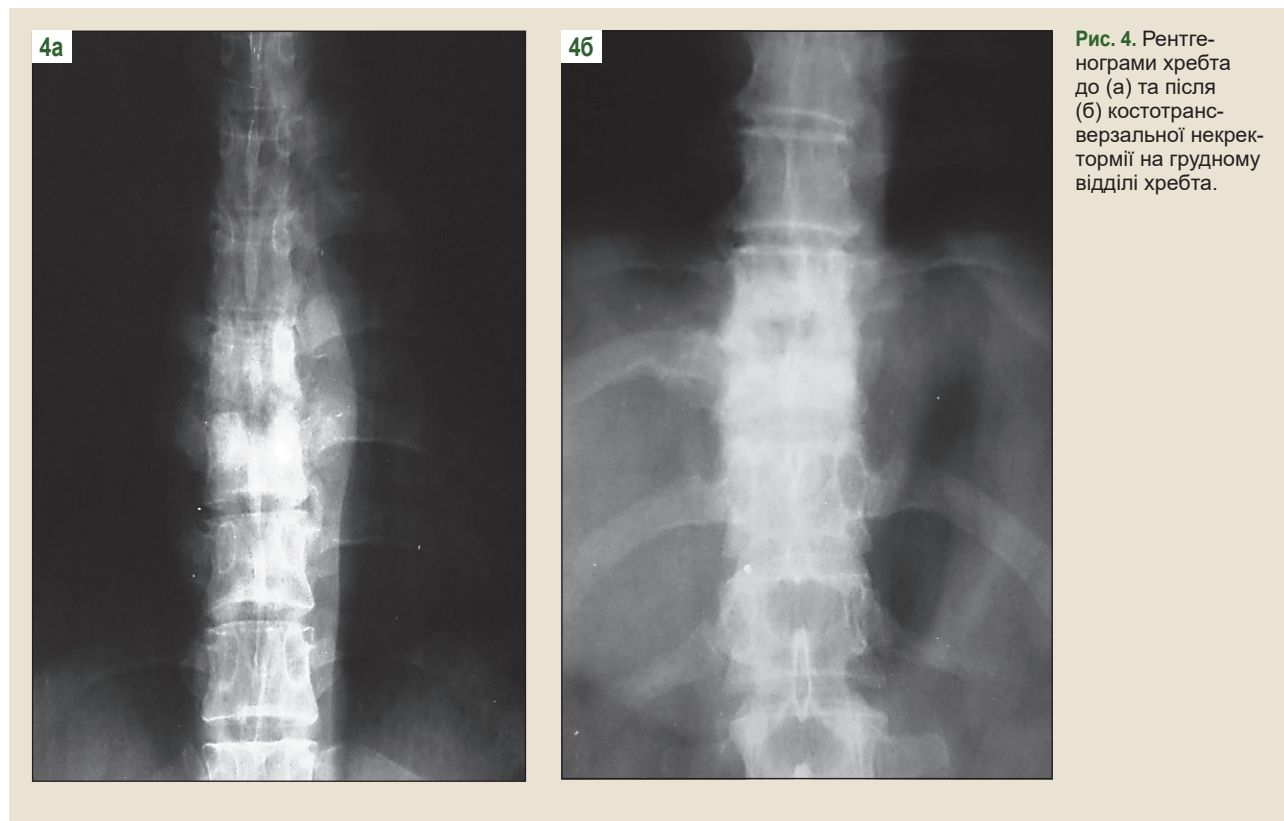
Рентгенограми хребта до (а) та після (б) костотрансверзальної некректормії на грудному відділі хребта.
